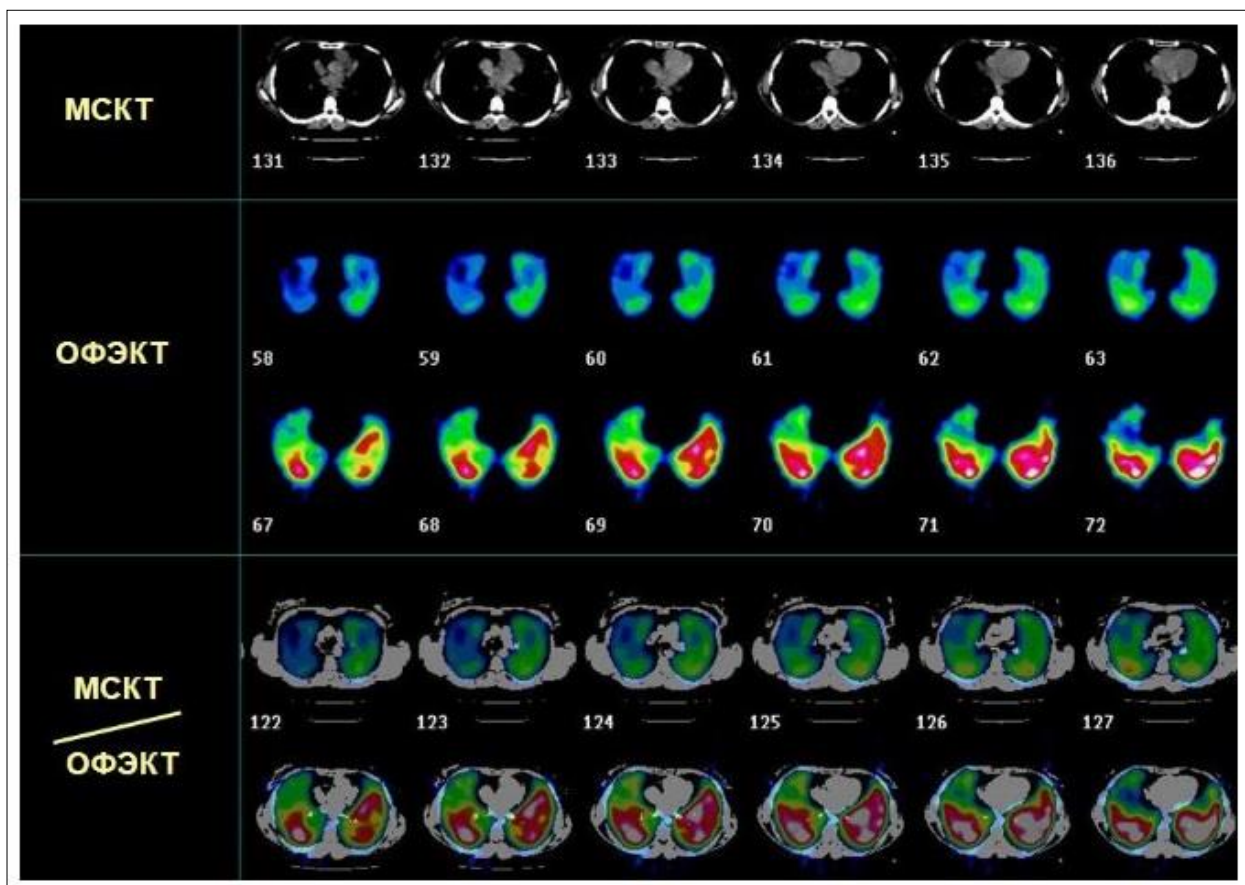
Этапы совмещения срезов МСКТ и ОФЭКТ
